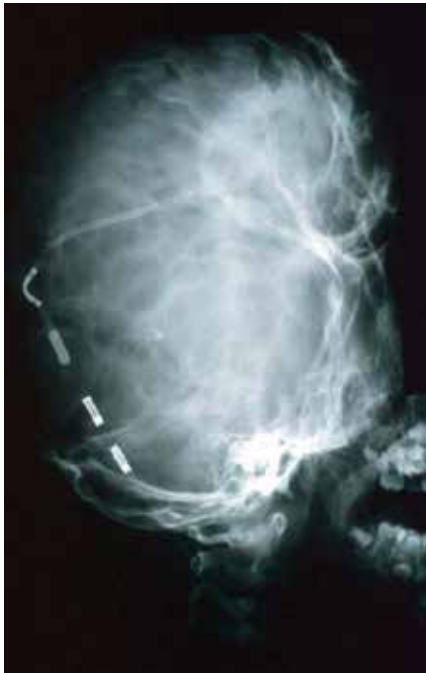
Röntgenbild eines „Wolken-“ oder „Wabenschädels“ bei Pansynostose
